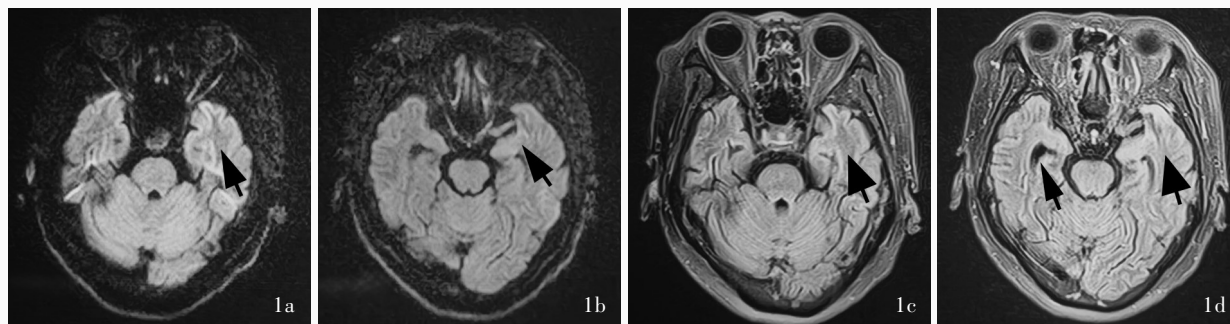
例1患者头部MRI检查所见 1a,1b 横断面DWI显示左侧颞叶高信号(箭头所示) 1c,1d 横断面抑脂T₂-FLAIR成像显示左侧颞叶斑片样高信号(粗箭头所示),右侧颞叶萎缩,右侧颞角较对侧扩大(细箭头所示)
